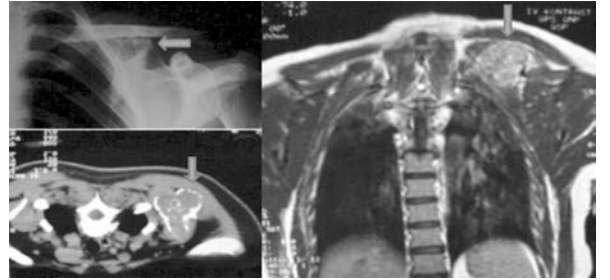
41 yaşında erkek hasta, enkondrom merkezinde kalsifikasyon ve septasyon görülmekte, sintigrafide aktif tutulum mevcut. Biopsi sonucu Grade 1 Kondrosarkom.
